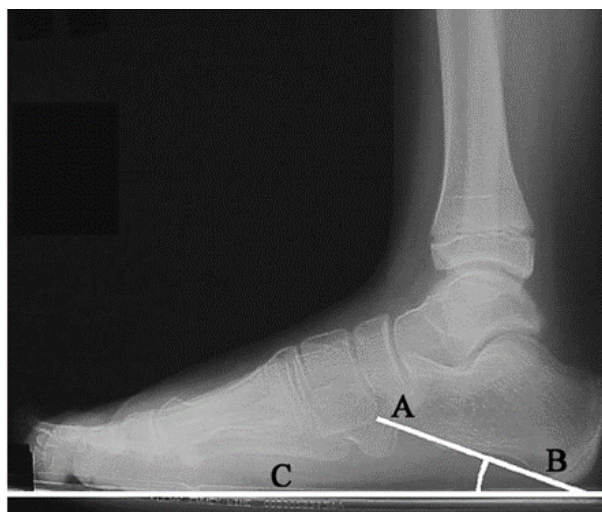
Obraz RTG przedstawiający sposób wyznaczania kąta stawowo-guzowego.
